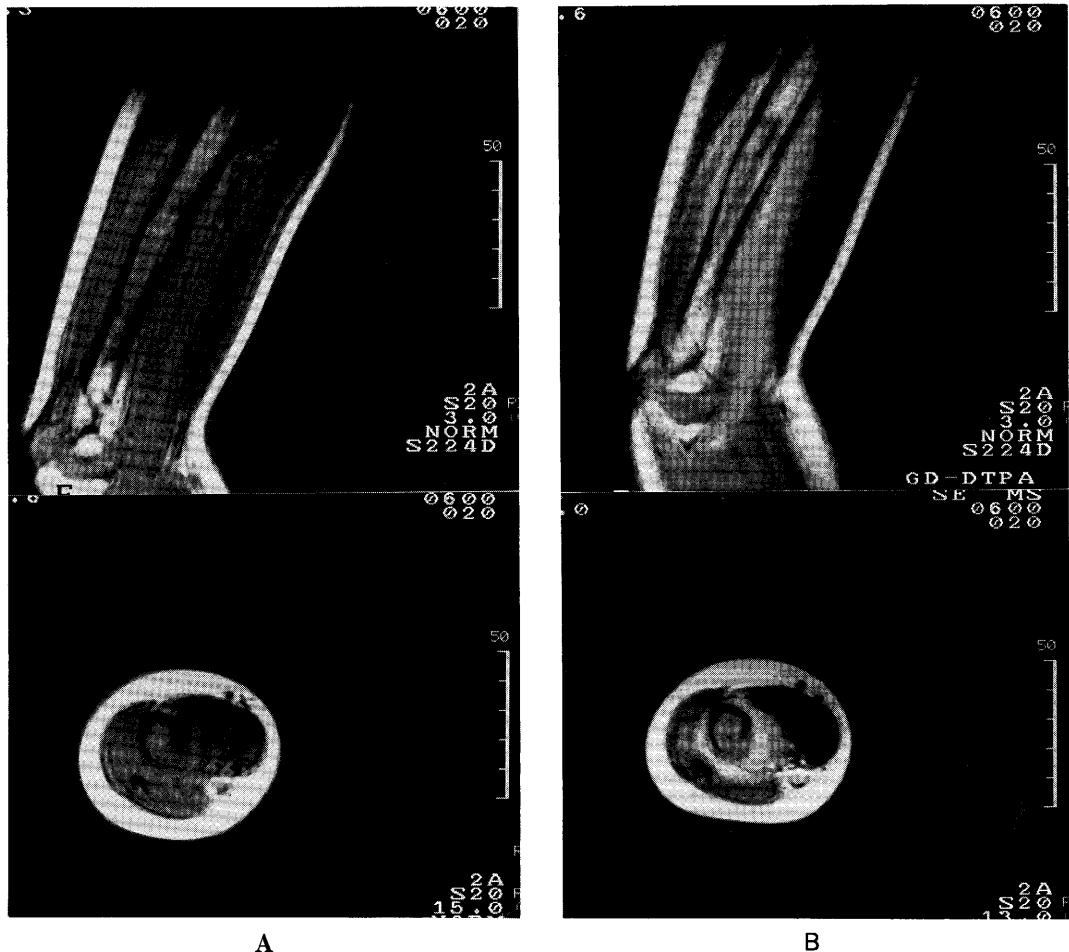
MRI (T₁WI) shows abnormal shadow in the humerus and the surrounding area.
